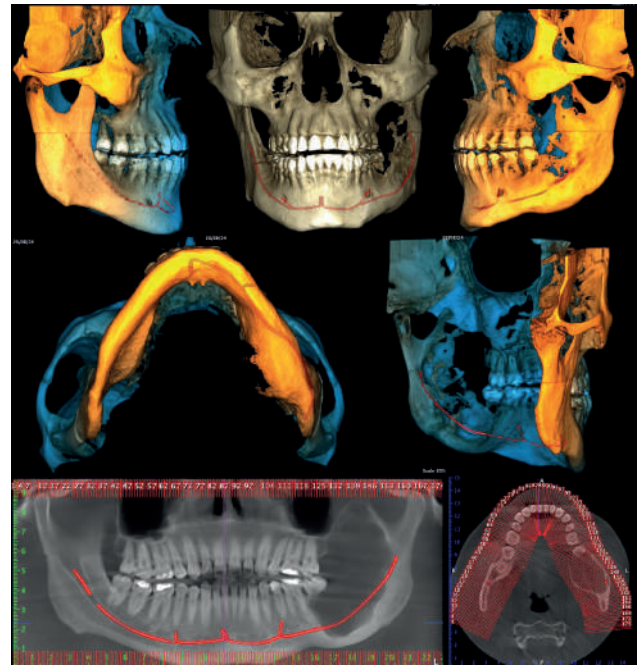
Tomografía computarizada con reconstrucción tridimensional que evidencia lesión radiolúcida expansiva en cuerpo y rama mandibular izquierda con compromiso de corticales óseas.
